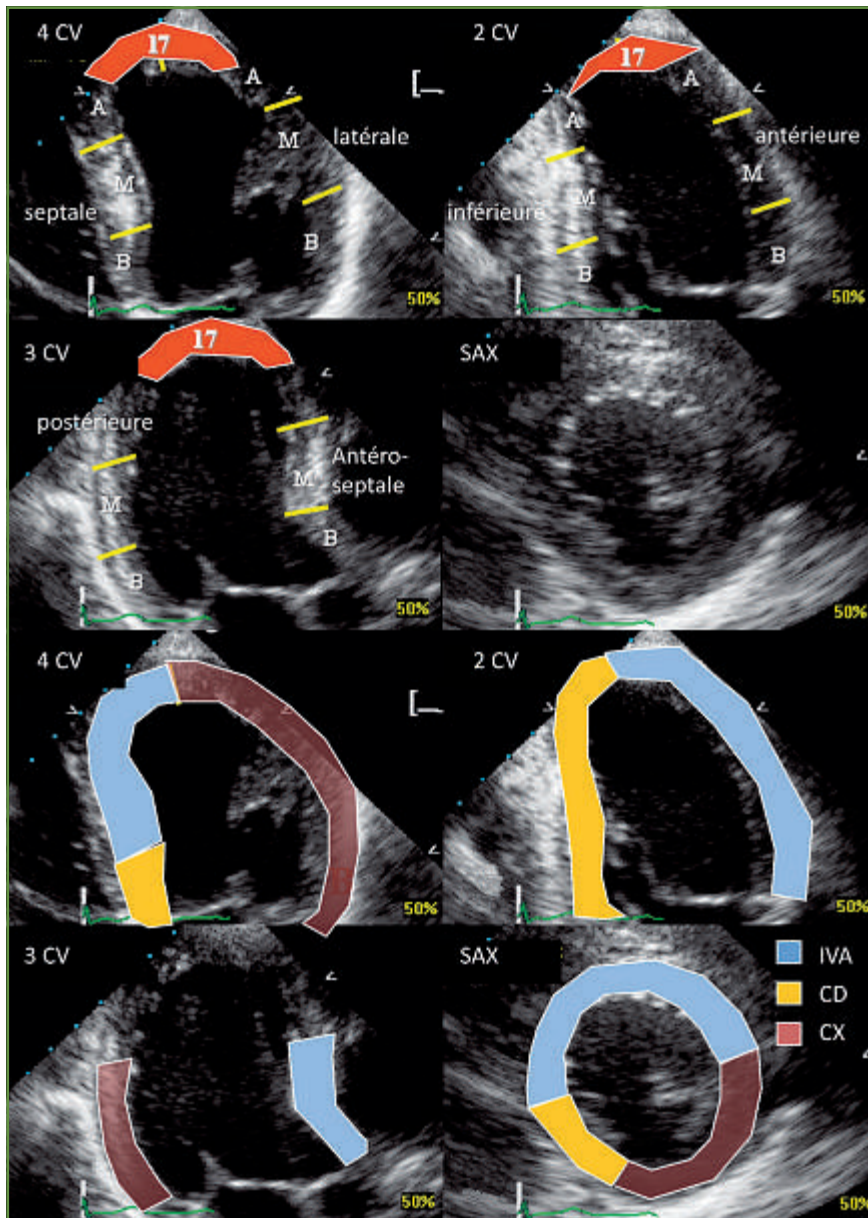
Répartition des segments échographiques (B = base, M = moyen, A = apex) et correspondance avec les territoires coronaires (IVA : artère interventriculaire antérieure, CX : artère circonflexe, CD : artère coronaire droite) 4cv : vue apicale 4 cavités, 2cv : vue apicale 2 cavités, 3cv : vue apicale 3 cavités ; SAX : vue parasternale petit axe.
